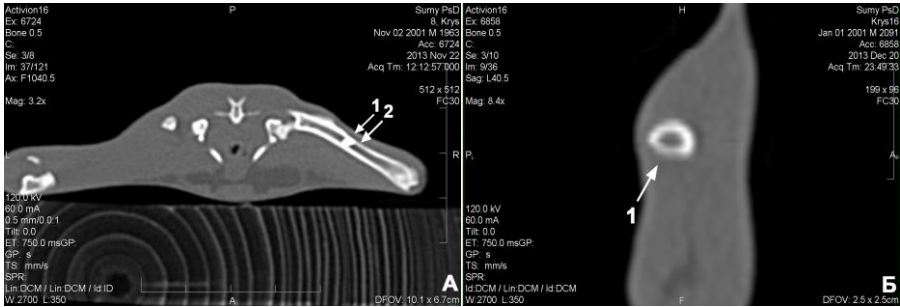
Комп'ютерна томограма стегнових кісток щура на 60-ту (А) і 120-ту (Б) добу після імплантації ПГА-г. А – дефект кортикального шару правої стегнової кістки з остеопластичним матеріалом (1). Прилегла до ділянки імплантації дистальна частина материнської кістки з ознаками рарефікації (2-А, 1-Б).
